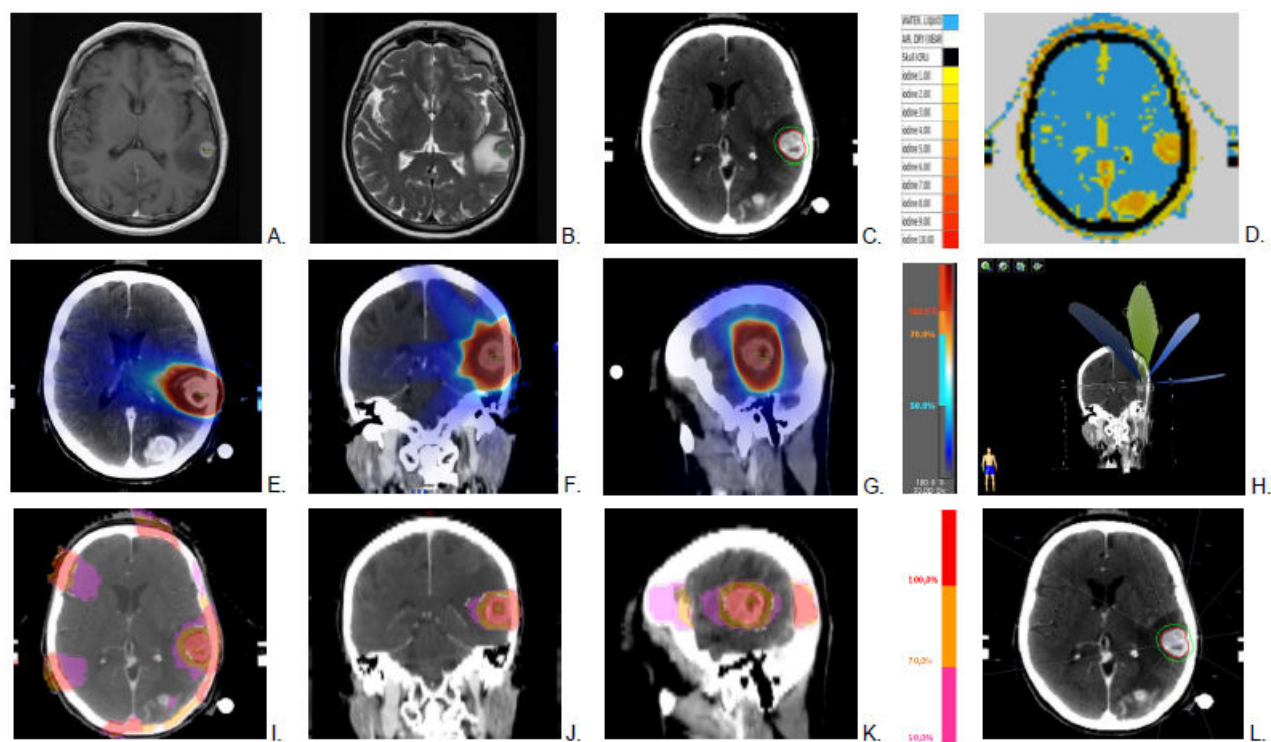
Radio-anatomie de la métastase cérébrale du patient 3 (coupes à l'isocentre de la métastase). (A) IRM T1 avec gadolinium. (B) IRM T2 FLAIR. (C) Scanner dosimétrique après injection du produit de contraste iodé. (D) Segmentation des matériaux iodés dans le TPS ISOgray. (E-G) Dosimétrie de la STEREO. (H) Balistique du traitement STEREO, 4 arcs dynamiques correspondant à 4 angulations différentes de table : 50° , 270° , 310° et 355° . L'angulation couverte par chaque arc s'étalait de 30° à 130° pour l'arc 1, de 60° à 120° pour l'arc 2, de 80° à 130° pour l'arc 3 et de 250° à 330° pour l'arc 4. Le collimateur multi-lames était tourné en position 270° . (I-K) Dosimétrie pour la SSRT en présence de produit de contraste iodé (SSRT/PdCI). (L) Balistique du traitement SSRT/PdCI, 10 faisceaux coplanaires : 10° , 40° , 80° , 120° , 160° , 190° , 220° , 260° , 300° et 340° .
